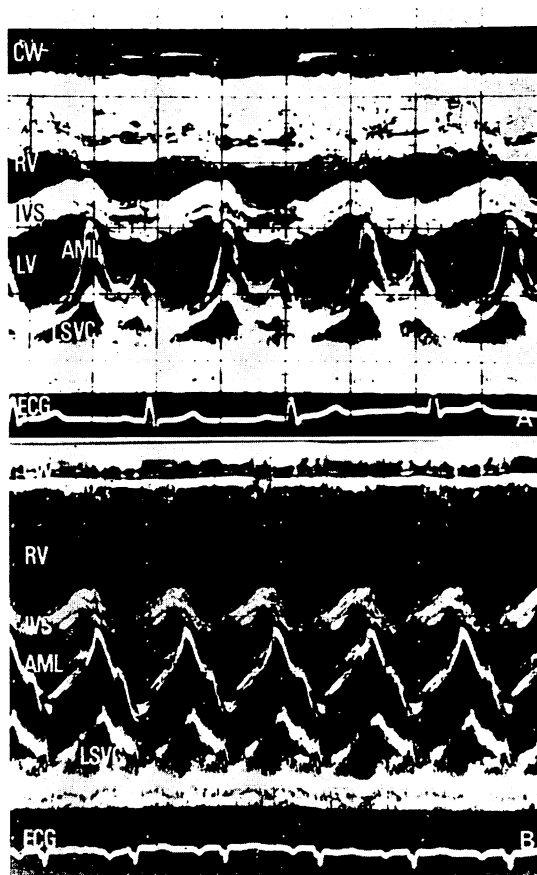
M-mode echocardiograms from a 23-year-old female with ASD (panel A) and from a 4-year-old girl with ASD and PAPVR (panel B).
